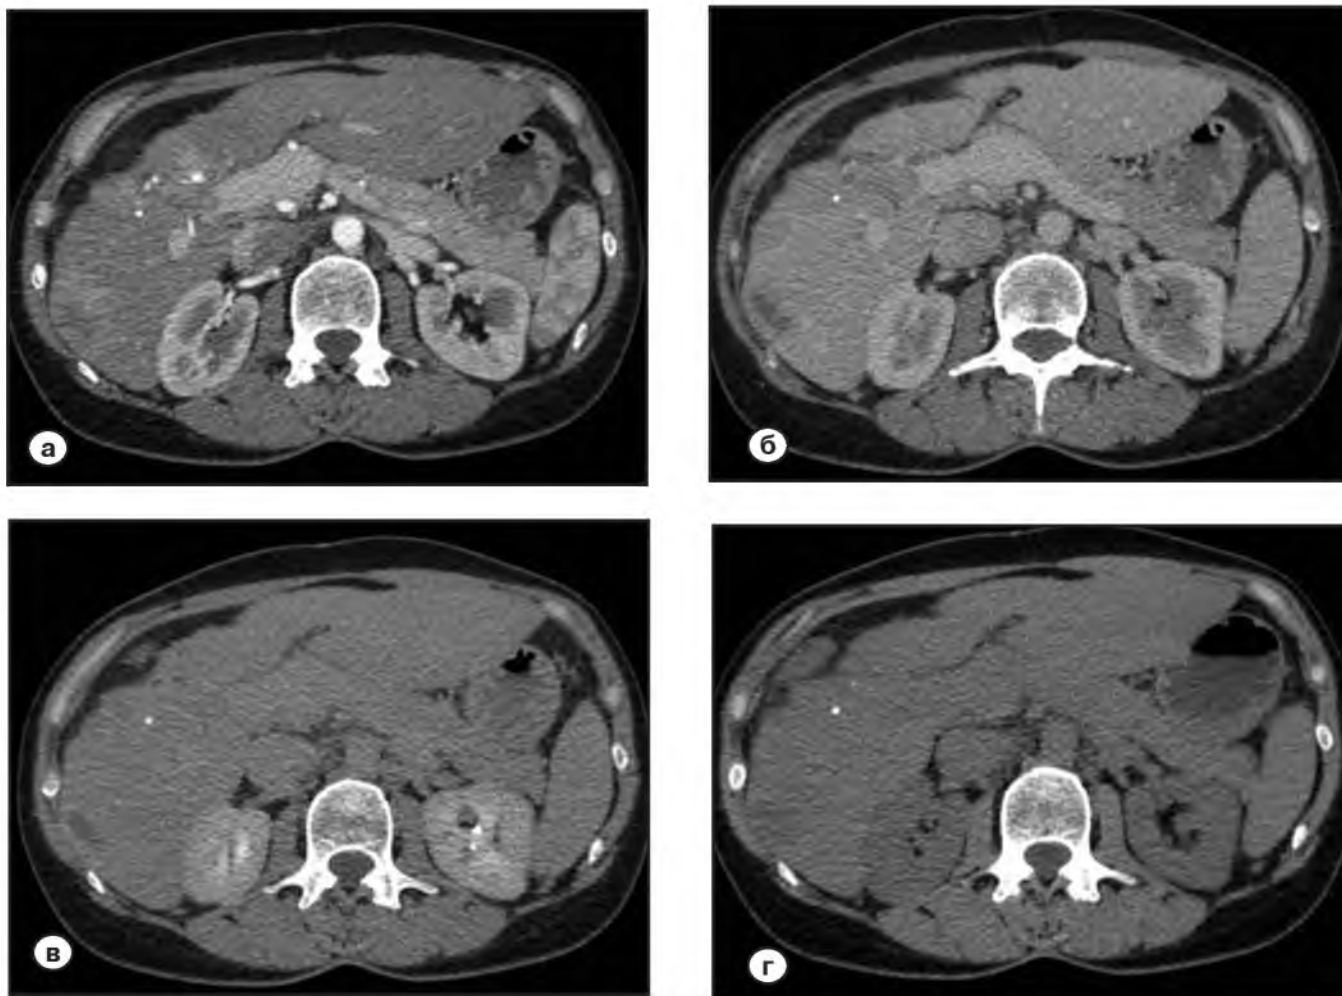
Мультидетекторные компьютерные томограммы с болюсным контрастным усилением.
